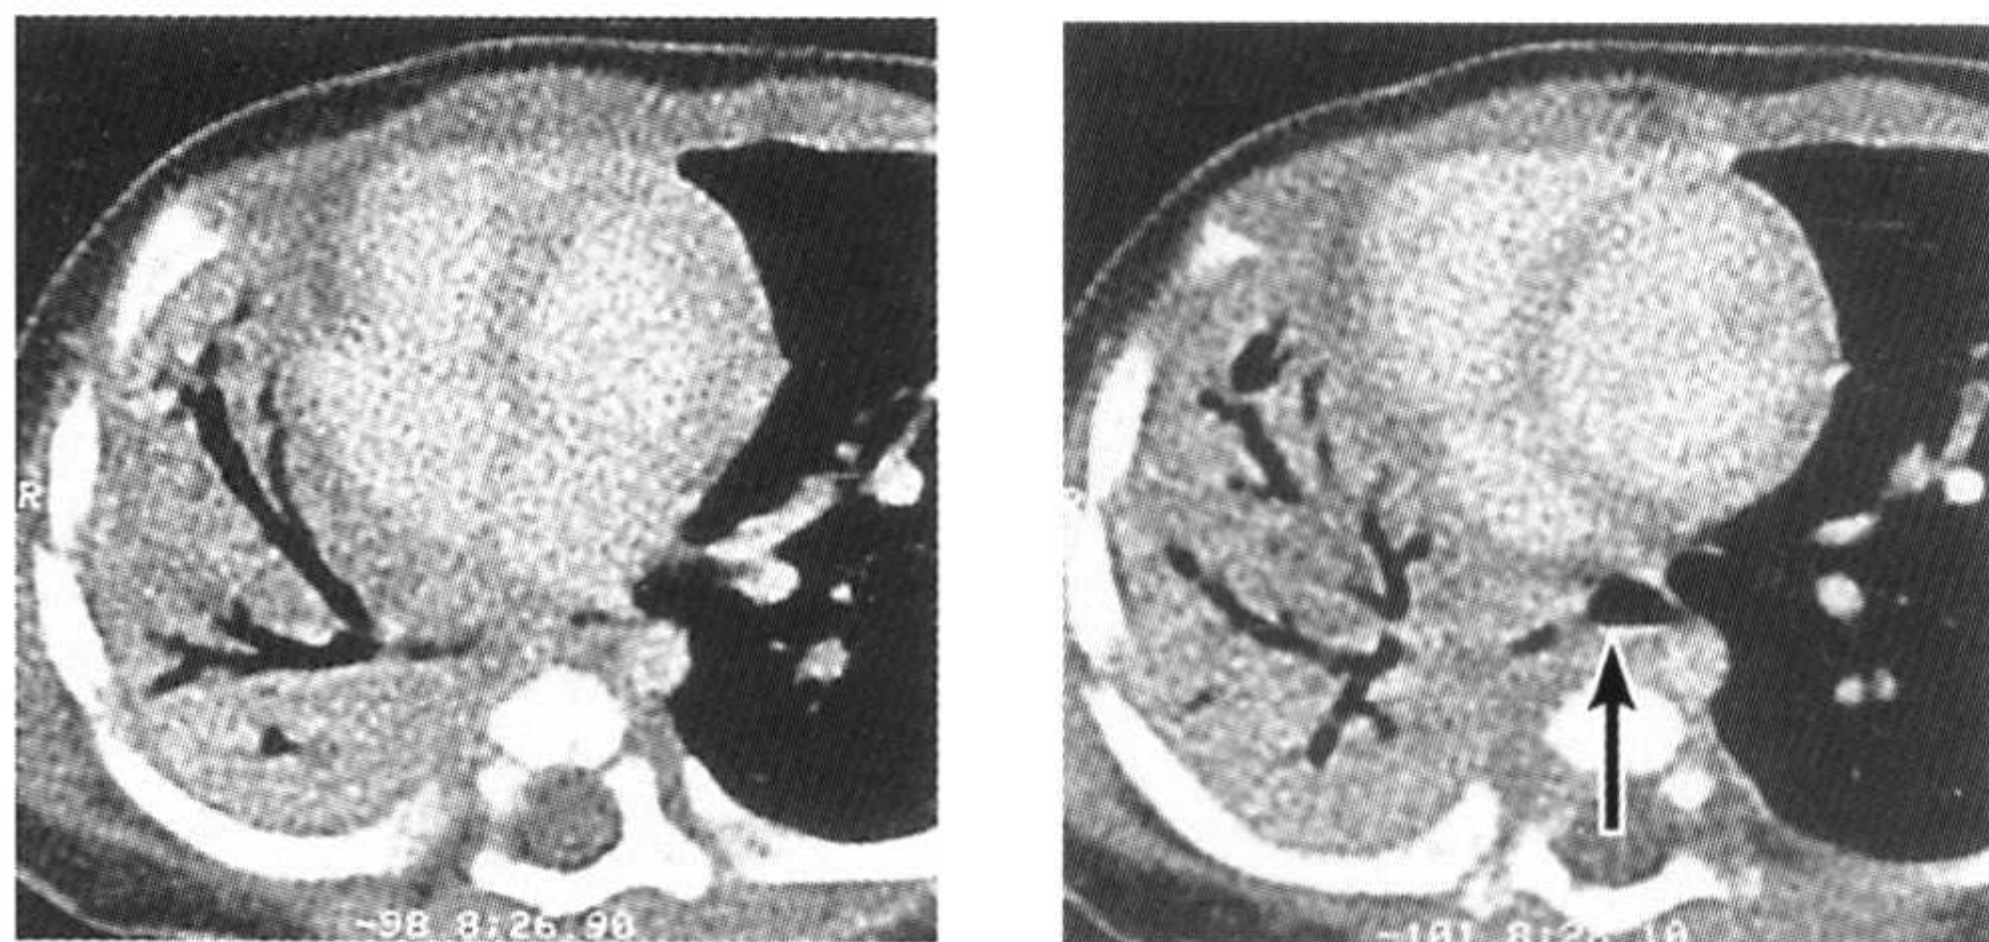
食管起源的支气管。连续层面 CT 图像,可见右肺内含气的气道是从食管分出的。气管分叉部没有右主支气管。
